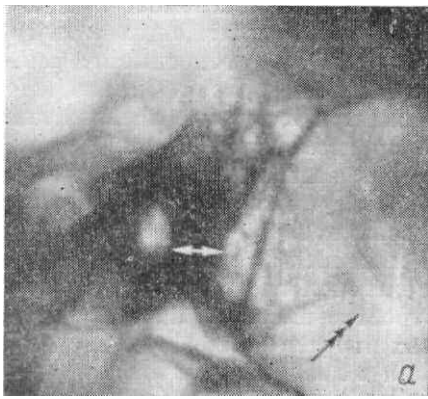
Рентгенограммы каменистой части височной кости в косой проекции (по Шюллеру).
